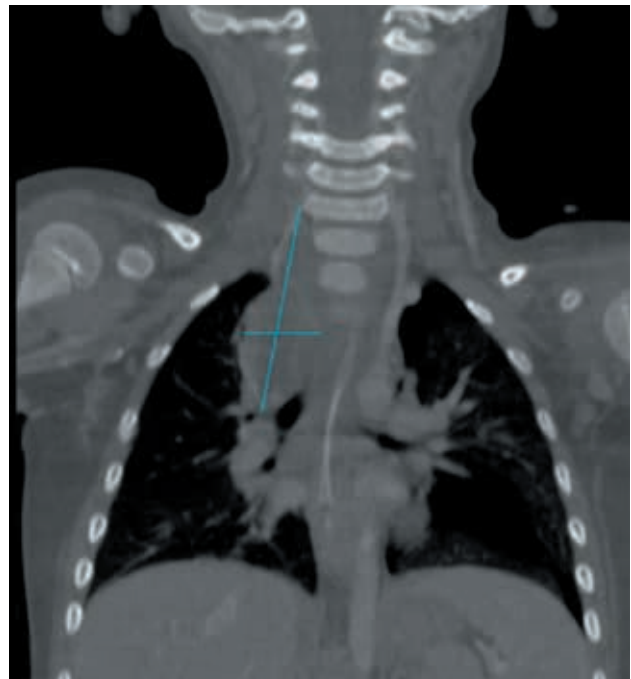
Reconstrucción de TAC cervicotorácico donde se aprecia la extensión mediastínica del absceso retrofaríngeo.
